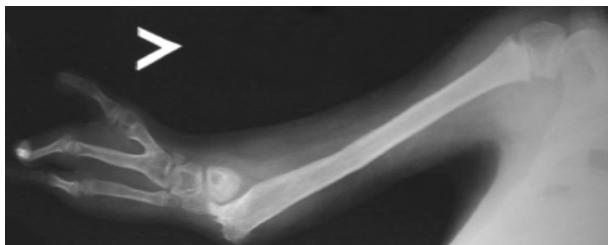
Плечелучевой синостоз слева, третья форма: рентгенограмма.
